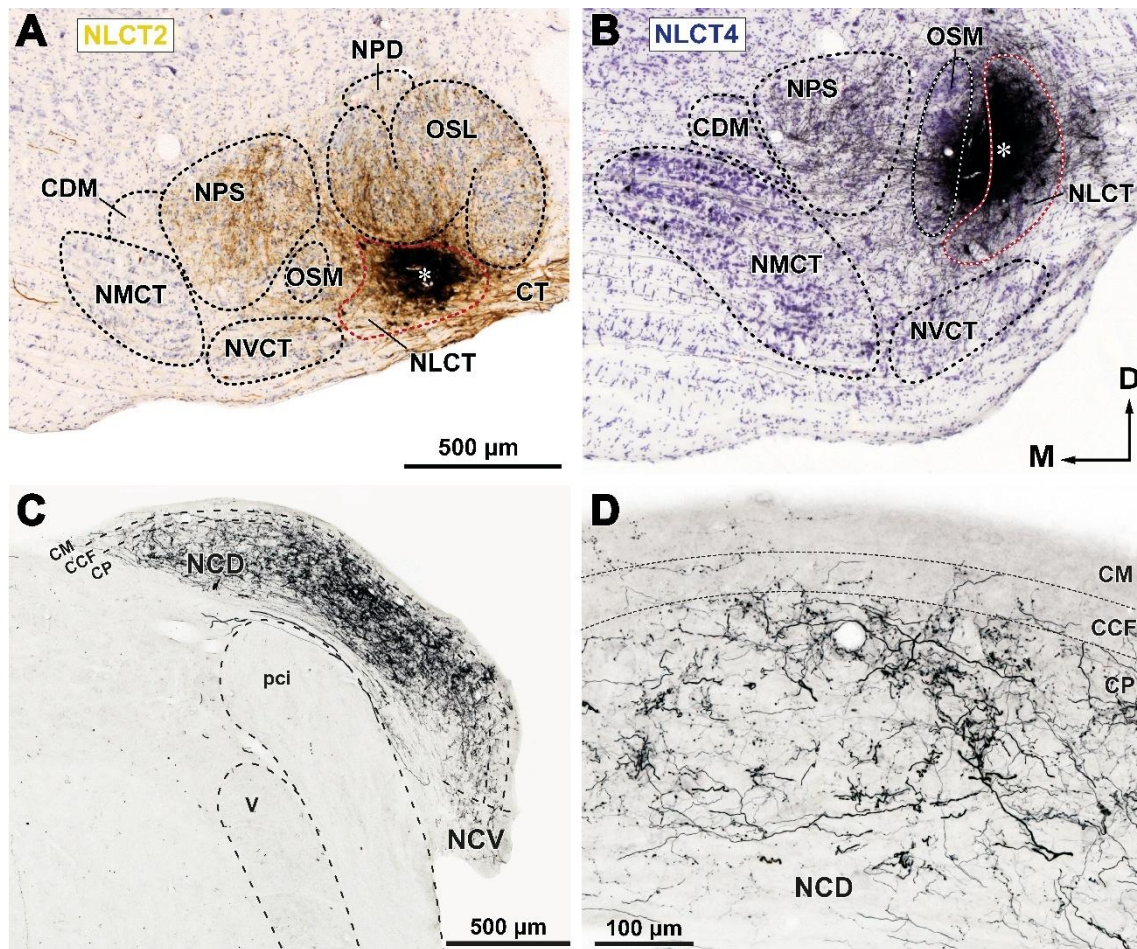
Proyección del núcleo lateral del cuerpo trapezoide (NLCT) al núcleo coclear dorsal (NCD) ipsilateral. A, B. Zonas de inyección en el NLCT de los casos NLCT2 y NLCT4. El asterisco indica el centro de la zona de inyección. C. Plexo de axones terminales marcados en las capas profundas del NCD. Caso NLCT2. D. Detalle de los axones marcados en el NCD del caso NLCT4. Obsérvese la escasez de axones en la capa molecular (CM). La barra de aumento de A sirve también para B. Otras abreviaturas: CCF, capa de las células fusiformes; CP, capa profunda; CT: cuerpo trapezoide; NCV, núcleo coclear ventral; pci, pedúnculo cerebeloso inferior; V, fascículo espinal del trigémino. Otras abreviaturas: ver Figura 2.
